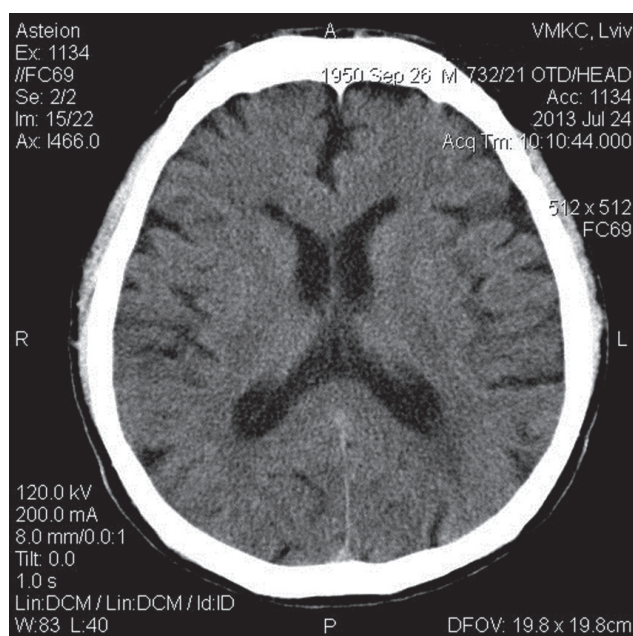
КТ головного мозку хворого Ж
